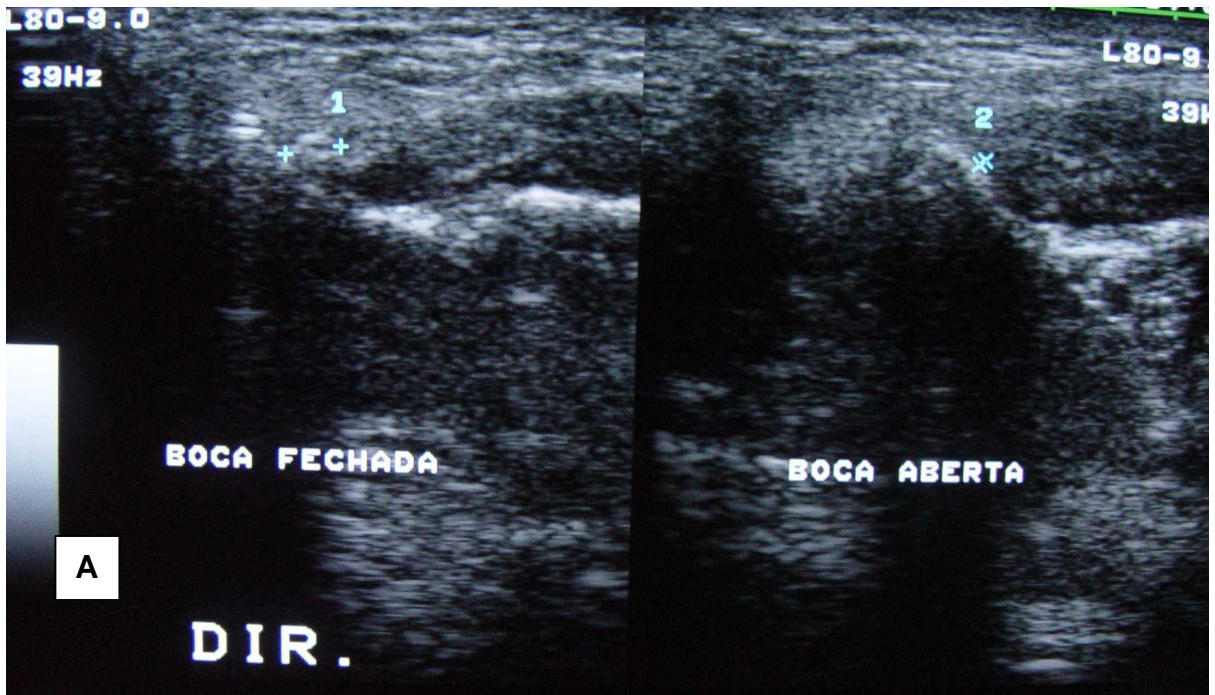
A) Corte axial inclinado de ATM esquerda apresentando deslocamento anterior do disco com redução (Paciente 15), com as medidas da *distância cápsula anterior-côndilo*, nas posições de boca fechada (1 = média de 3,3 mm) e aberta (2 = média de 1,0 mm). O disco deslocado mascarou o limite anterior da cápsula, dificultando a tomada das medidas. O topo da figura está orientado para lateral e a esquerda para posterior. B) Mesma imagem mostrada em (A), com o contorno corrigido da cápsula (branco) e do côndilo (vermelho), após análise da RM mostrada na Figura 6.24. As medidas após análise retrospectiva foram 1 = 6,5 mm e 2 = 3,0 mm
